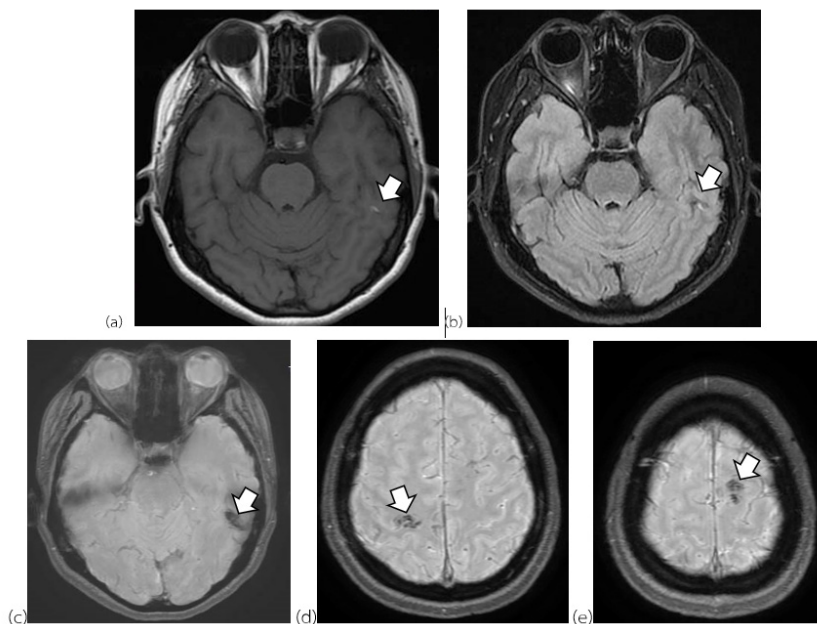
T1-weighted, T2 FLAIR weighted and SWI MR images (back cover page)
